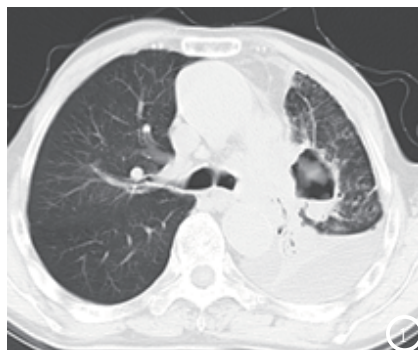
CT平扫肺窗示左肺门团块及厚壁空洞;图2 纵隔窗示纵隔肿块、心室壁厚薄不均及心包腔内环形低密度影;图3、4 CT增强更清楚示纵隔与心包内多发团块影及结节影,以及左心房内壁不光整;图5 常规HE染色( $\times 40$ )示癌细胞排列紧密,呈巢片趋势,可见少量的桥粒
